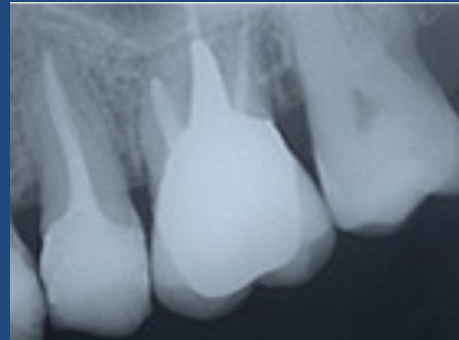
Radiografía periapical mostrando tratamiento de endodoncia.
